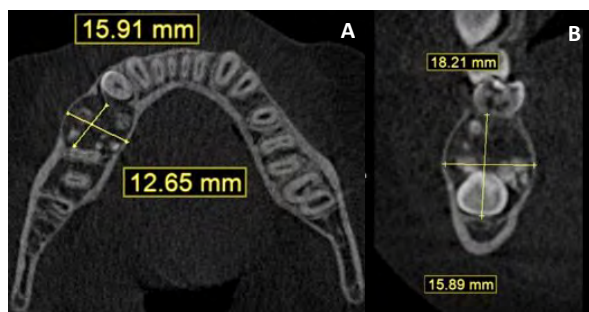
CBCT Corte axial (A) y coronal (B). Se aprecia lesión mixta que genera adelgazamiento y expansión cortical con desplazamiento del canal mandibular.
